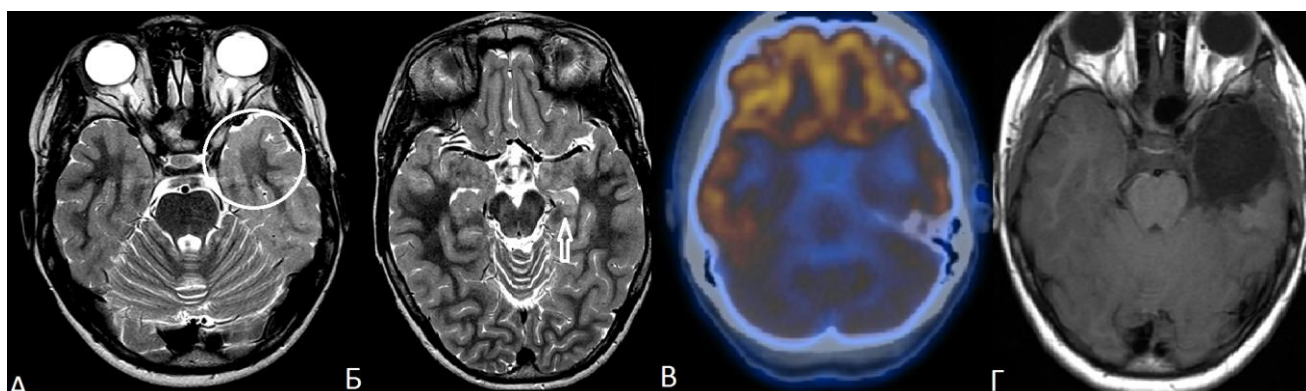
МР-признаки ФКД IIIА: А – нарушение кортико-медуллярной демаркации в полюсе левой височной доли; Б – Склероз гиппокампа слева (уменьшение объема по сравнению со здоровой стороной); В – Гипометаболизм ФДГ на ПЭТ слева (при сравнении со здоровой стороной); Г – Состояние после височной лобэктомии слева с исходом Engel class ID (катамнез 55 мес.)
